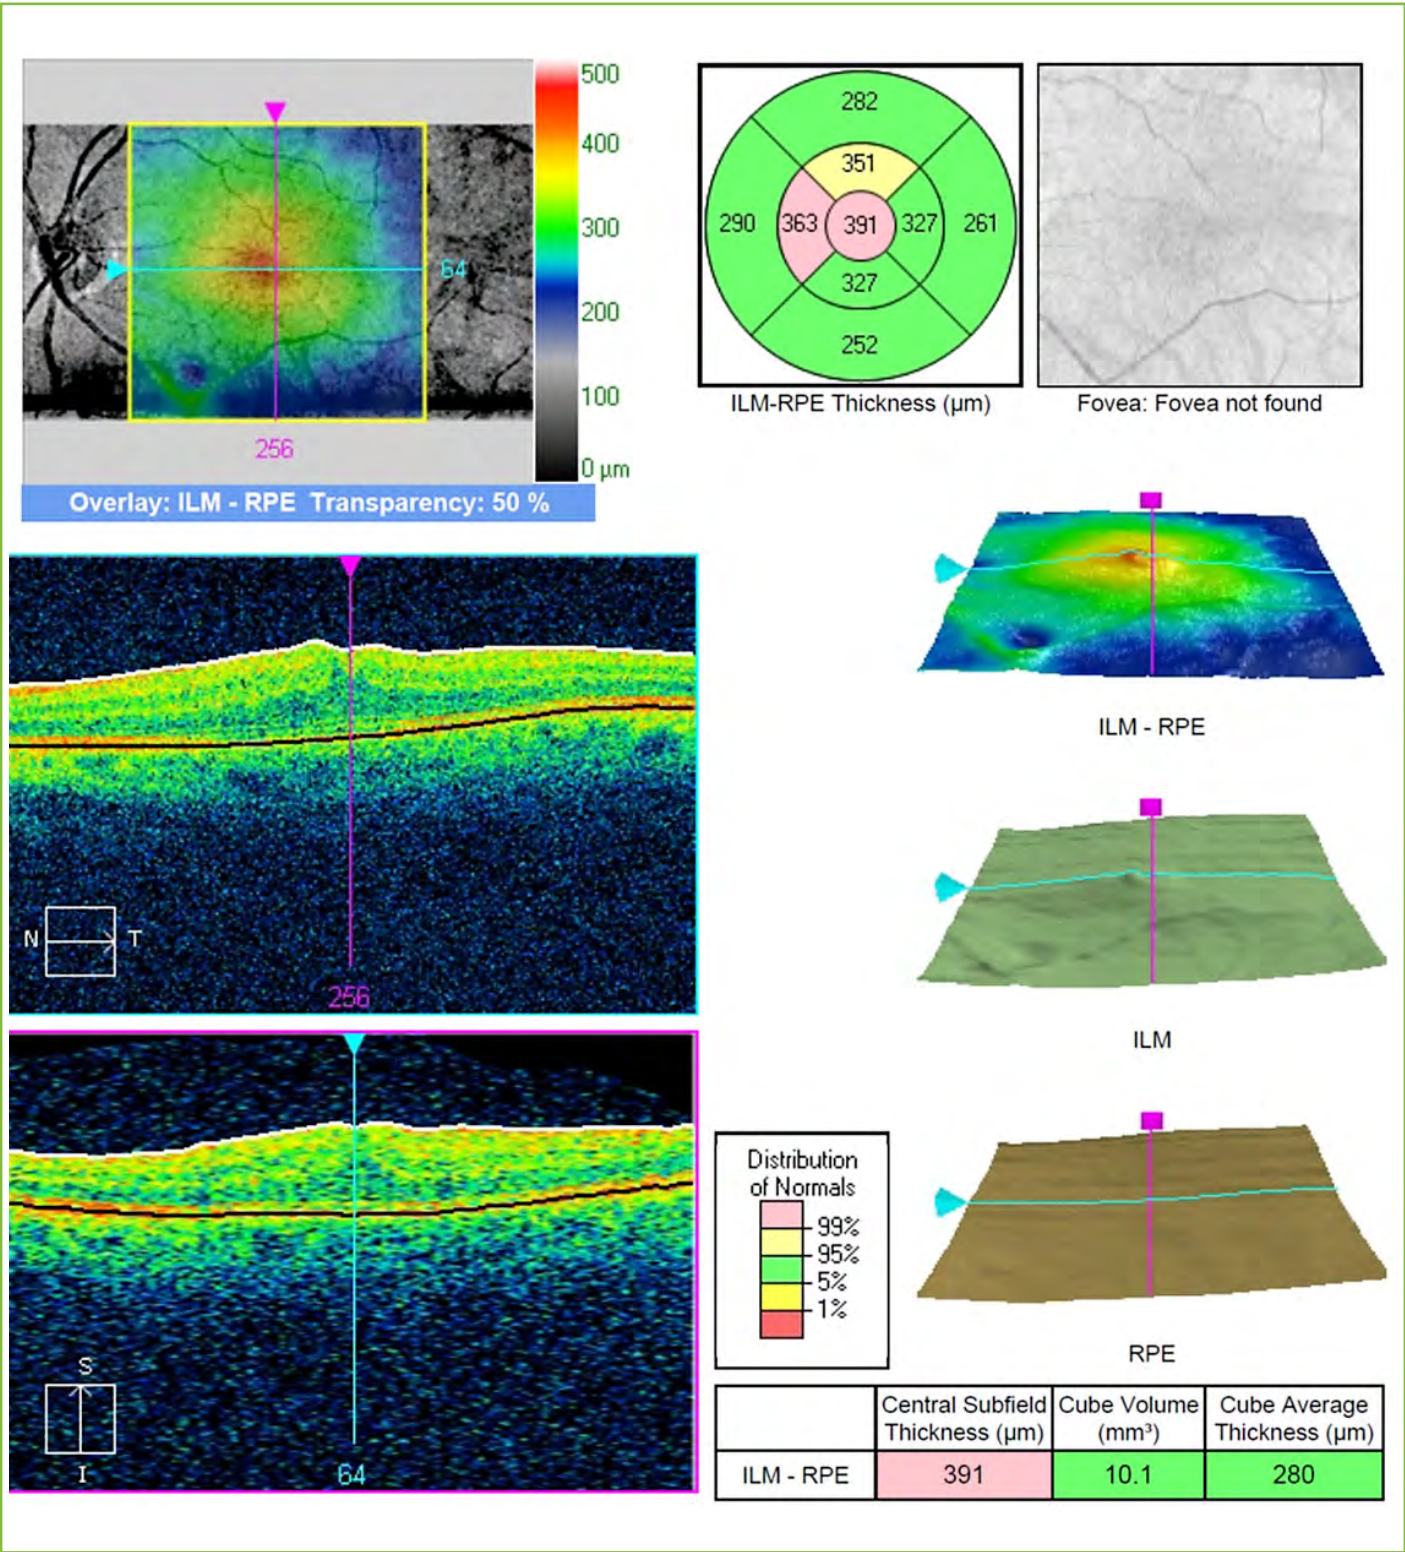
Tomografía de coherencia óptica de ojo izquierdo con antecedente de cirugía de agujero macular.
